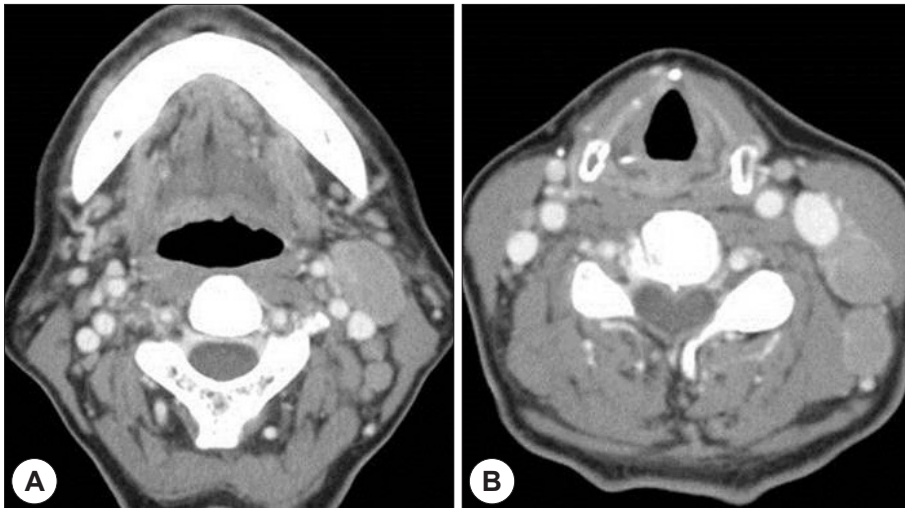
Multiple enlarged lymph nodes observed in levels II (A) and III (B) of the left neck on a cervical CT scan. The lymph nodes appear round in shape with rim enhancement, which is consistent with the appearance of a lymphoma.
